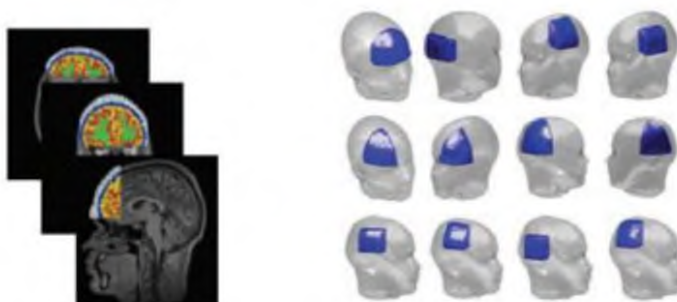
Librería de FEMs segmentado desde un volumen MRI específico de sujeto (Xu, Pei and Barbour, 2010)
